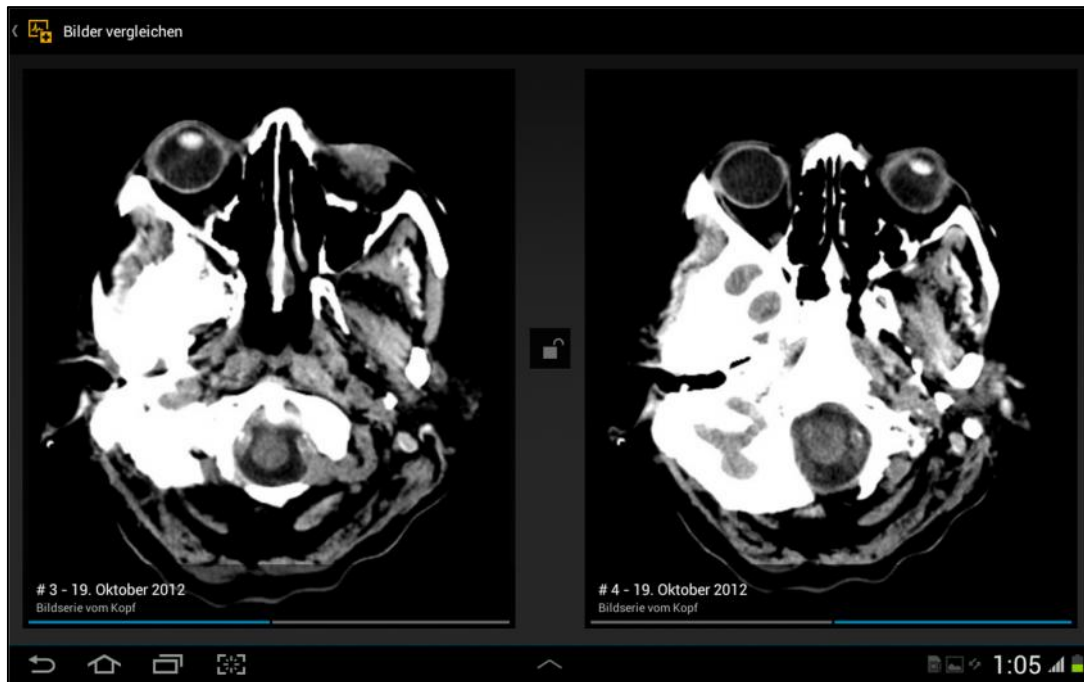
Vergleich zweier CT-Bilder des Kopfes
